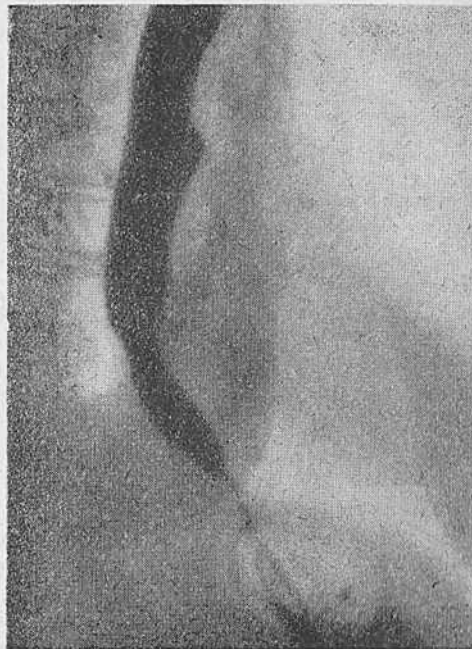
Та же больная. Рентгенограмма пищевода. Выраженный газовый пузырь желудка.
